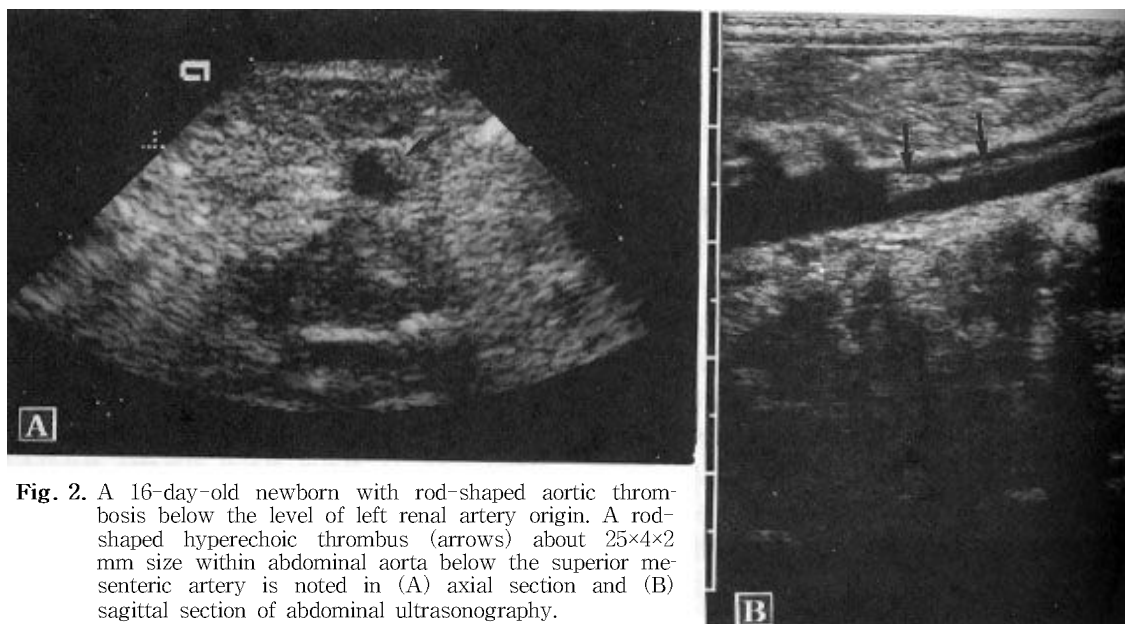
A 16-day-old newborn with rod-shaped aortic thrombosis below the level of left renal artery origin. A rod-shaped hyperechoic thrombus (arrows) about 25×4×2 mm size within abdominal aorta below the superior mesenteric artery is noted in (A) axial section and (B) sagittal section of abdominal ultrasonography.
